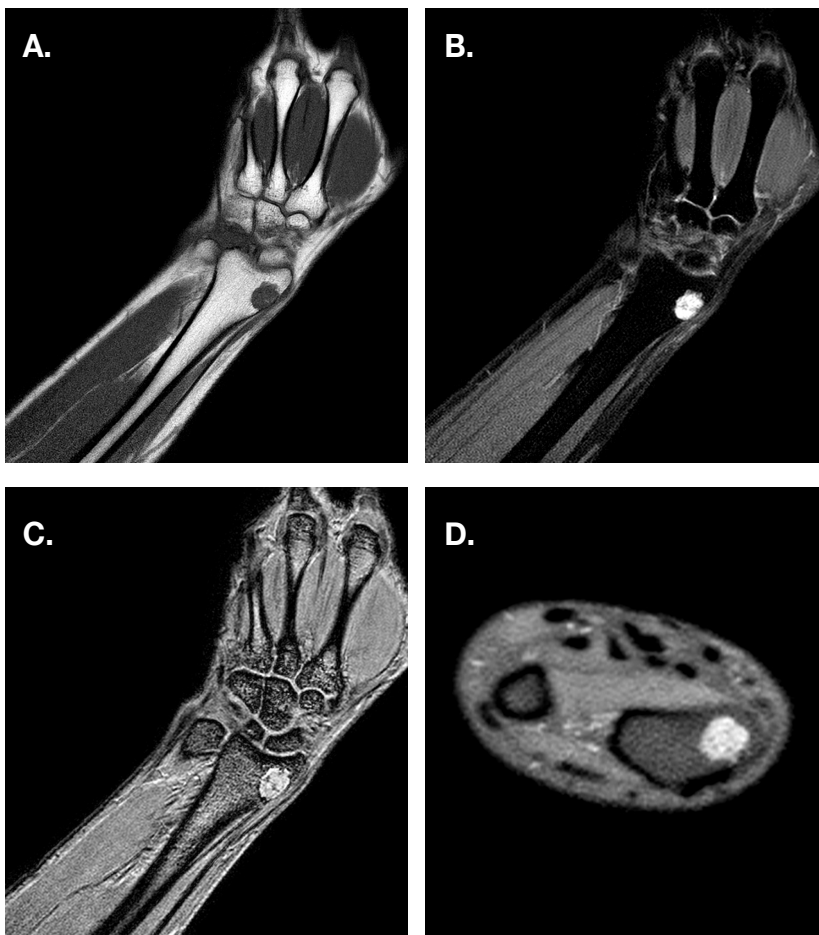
A. RM, Corte coronal de muñeca derecha potenciada en T1 presencia de lesión ósea hipointensa a nivel de la metáfisis distal del radio que adelgaza la cortical sin destruirla, bordes definidos y lobulados, con discreta esclerosis de la misma, sin reacción perióstica. Pequeñas calcificaciones irregulares en el interior, mide 9.8 x 13.4 mm en sus diámetros transversal y longitudinal respectivamente. No se observa extensión de la lesión hacia los tejidos adyacentes.
